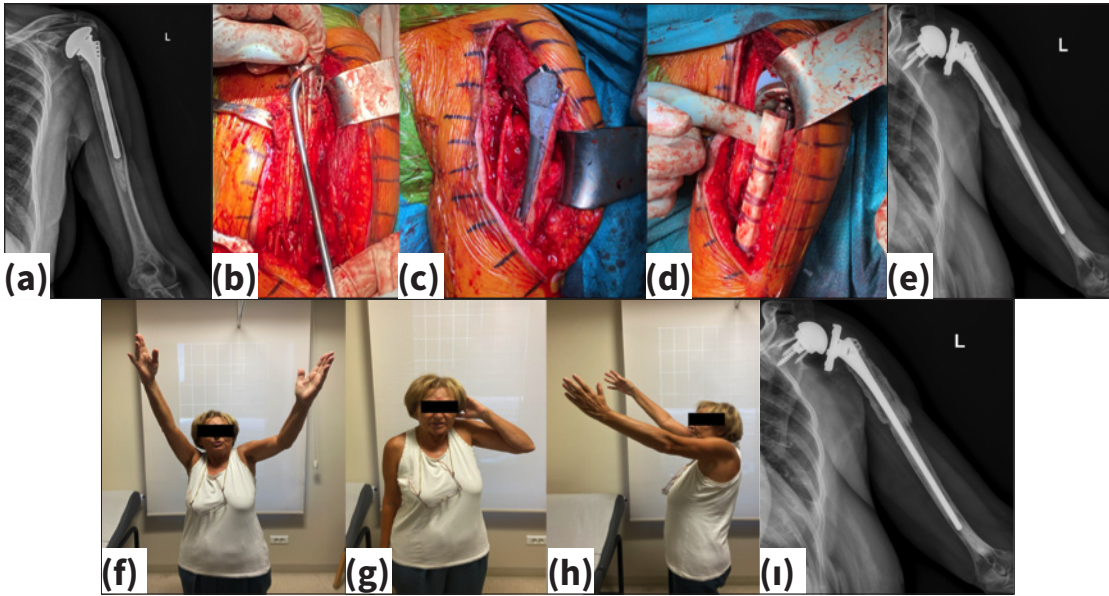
a-f. Yetmiş üç yaşındaki hastaya sol omuz parsiyel protez sonrası gevşeme (a) nedeniyle revizyon yapılan kadın hastanın mevcut humeral stemi (b) çıkarmak için yapılan pencere osteotomisi (c), ile revizyon stemin yerleştirilmesi (d), fiksasyon için uygulanan kabloların ve destek plağın görüntüsü (e), ameliyat sonrası erken dönem direkt grafisi (f).
